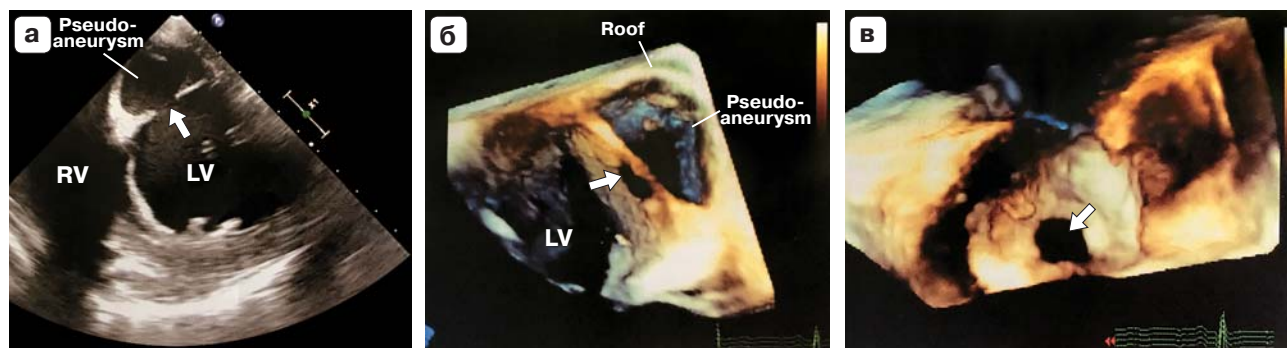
Псевдоаневризма левого желудочка. а – ультразвуковое изображение псевдоаневризмы левого желудочка, полученное при помощи чреспищеводной эхокардиографии (RV – правый желудочек; LV – левый желудочек, стрелкой указан дефект стенки левого желудочка); б, в – 3D-модель дефекта нижней стенки левого желудочка с образованием псевдоаневризмы (LV – левый желудочек, стрелкой указан дефект стенки левого желудочка) (приведено по Oхon D.C. и Otto C.M. [17]).
